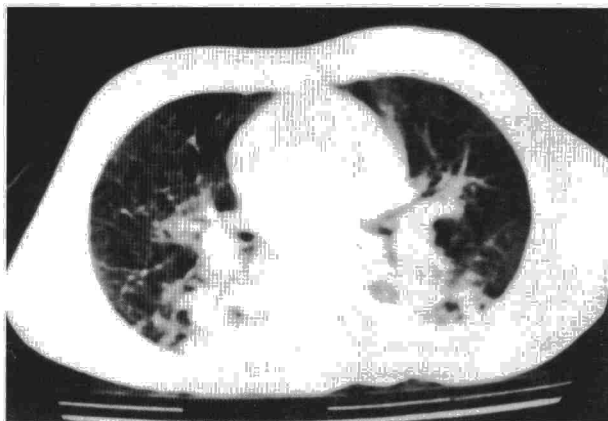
TAC torácica al ingreso.
